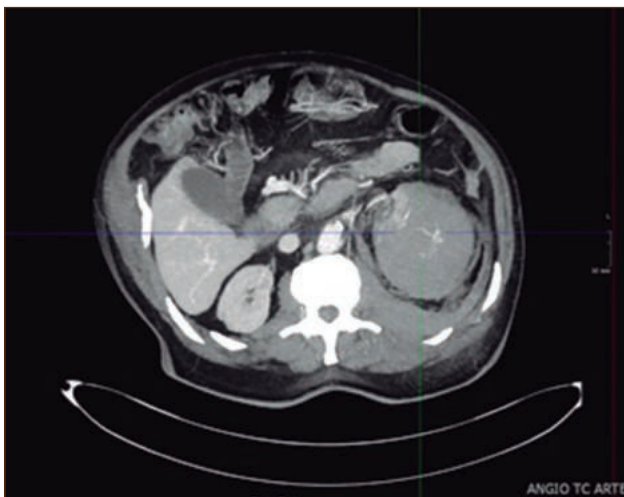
Imagen TAC con contraste sagital.
